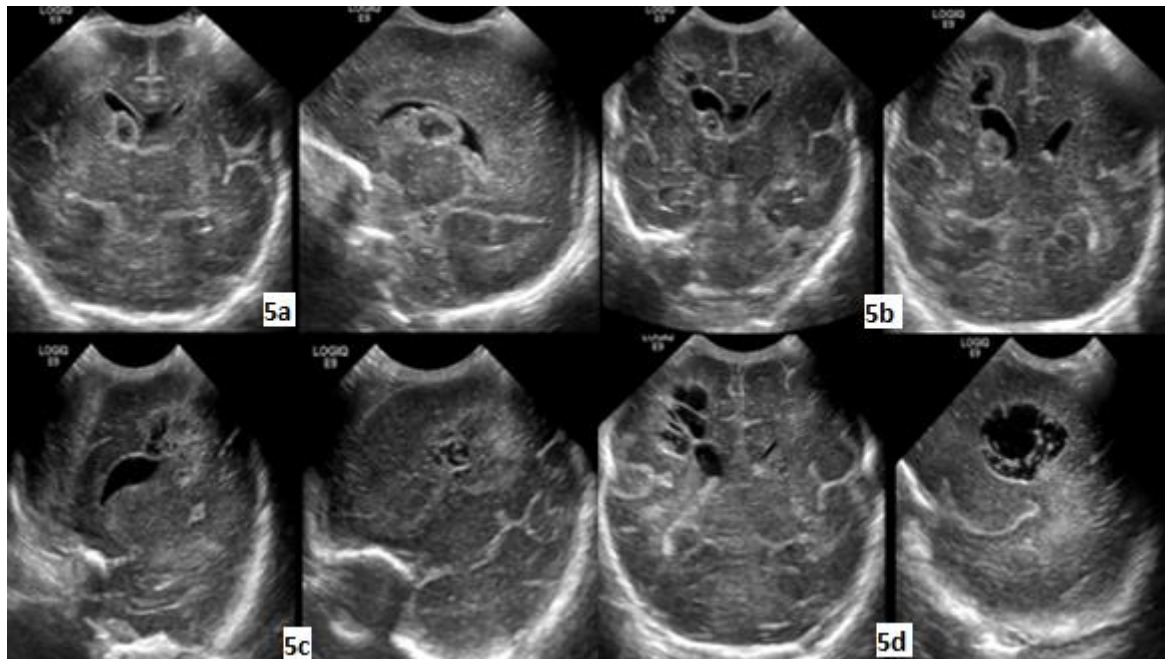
Ultrasonografía Transfontanelar. (5a) cortes coronal y parasagital en la que se observa degeneración quística del coagulo en el surco caudotalámico secundario a hemorragia de la matriz. (5b) cortes coronales en la que se observan estigmas de enfermedad de sustancia blanca periventricular con áreas de leucomalacia quística periventricular. (5c) cortes parasagitales derechos en las que se observa áreas de enfermedad de sustancia blanca periventricular con leucomalacia quística. (5d) cortes coronal y parasagital derechos en los que se observa en el área periventricular áreas de leucomalacia quística.
